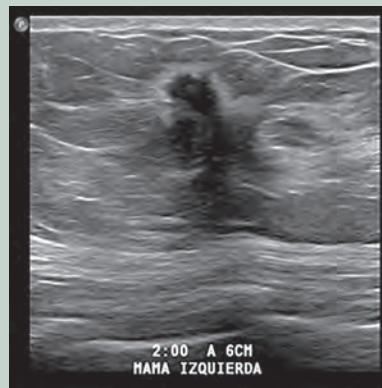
Estudio ultrasonográfico. Nódulo irregular, hipoecoico, antiparalelo, sin sombra acústica posterior, de 9 mm, acompañado de un segundo a 1.3 cm, asociado a distorsión de la arquitectura mamaria.
